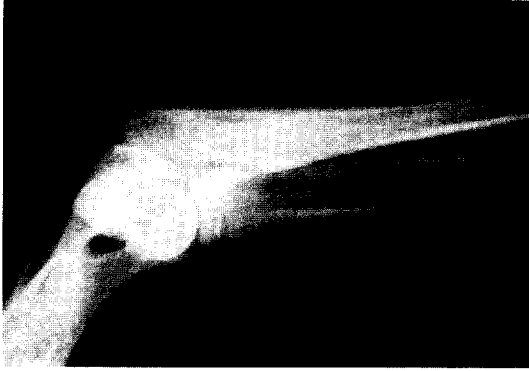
Lateral radiography of the left ulna showing increased opacity in the medullary cavity.
